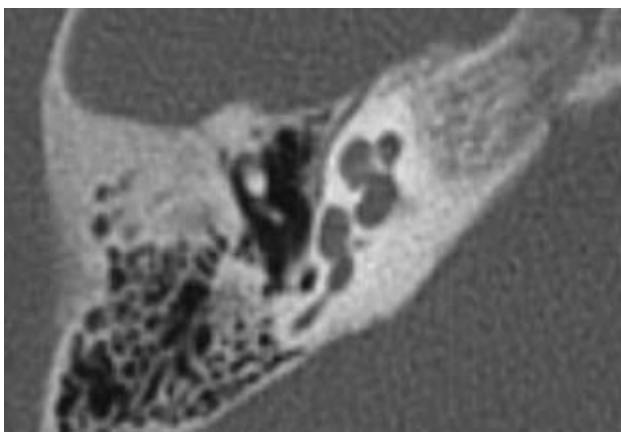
МСКТ височной кости: ГУ–III типа (улитка с менее, чем 2 завитками) и 3D моделирование внутреннего уха; улитка имеет меньше завитков (менее 2-х завитков) и укороченный модиолус
